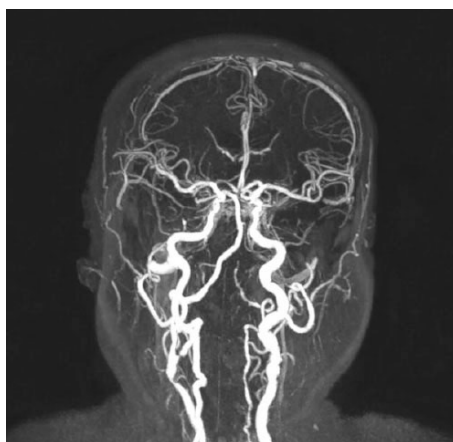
Angio-RM. Estenosis carotídea derecha.
